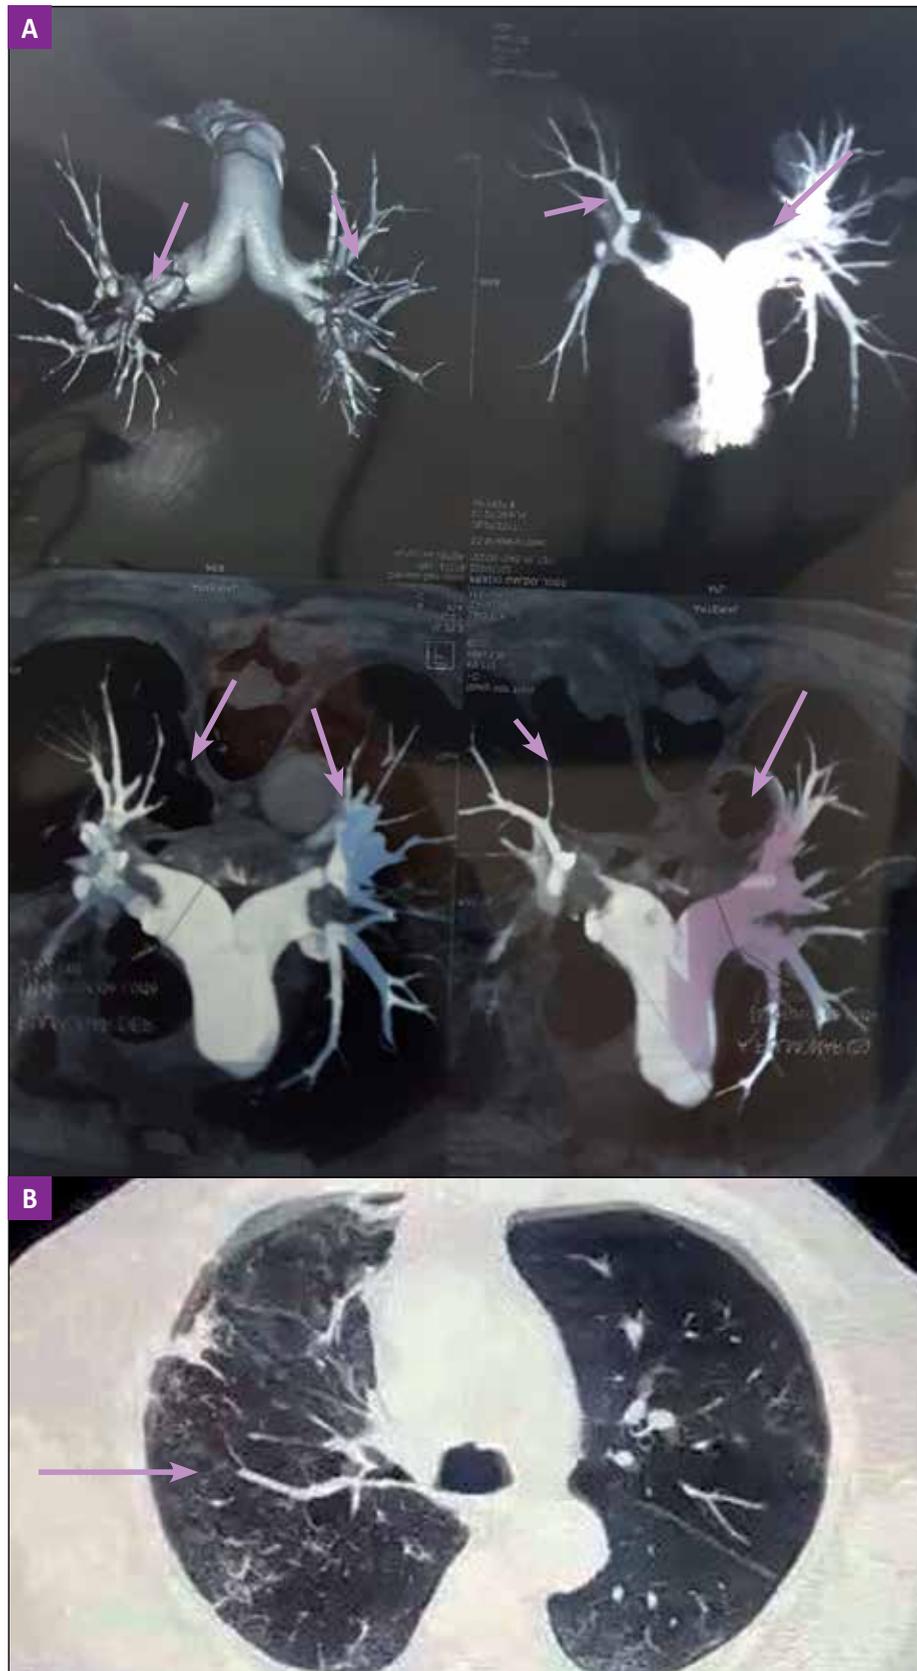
Exámenes de imágenes sugestivos de tromboembolismo pulmonar. A) Angio-TEM torácica mostrando (flechas) la ubicación de los trombos en las arterias pulmonares izquierda y derecha. B) Imagen de tomografía espiral multicorte (TEM) pulmonar. La flecha señala una zona compatible con infarto pulmonar a nivel de lóbulo medio derecho.
